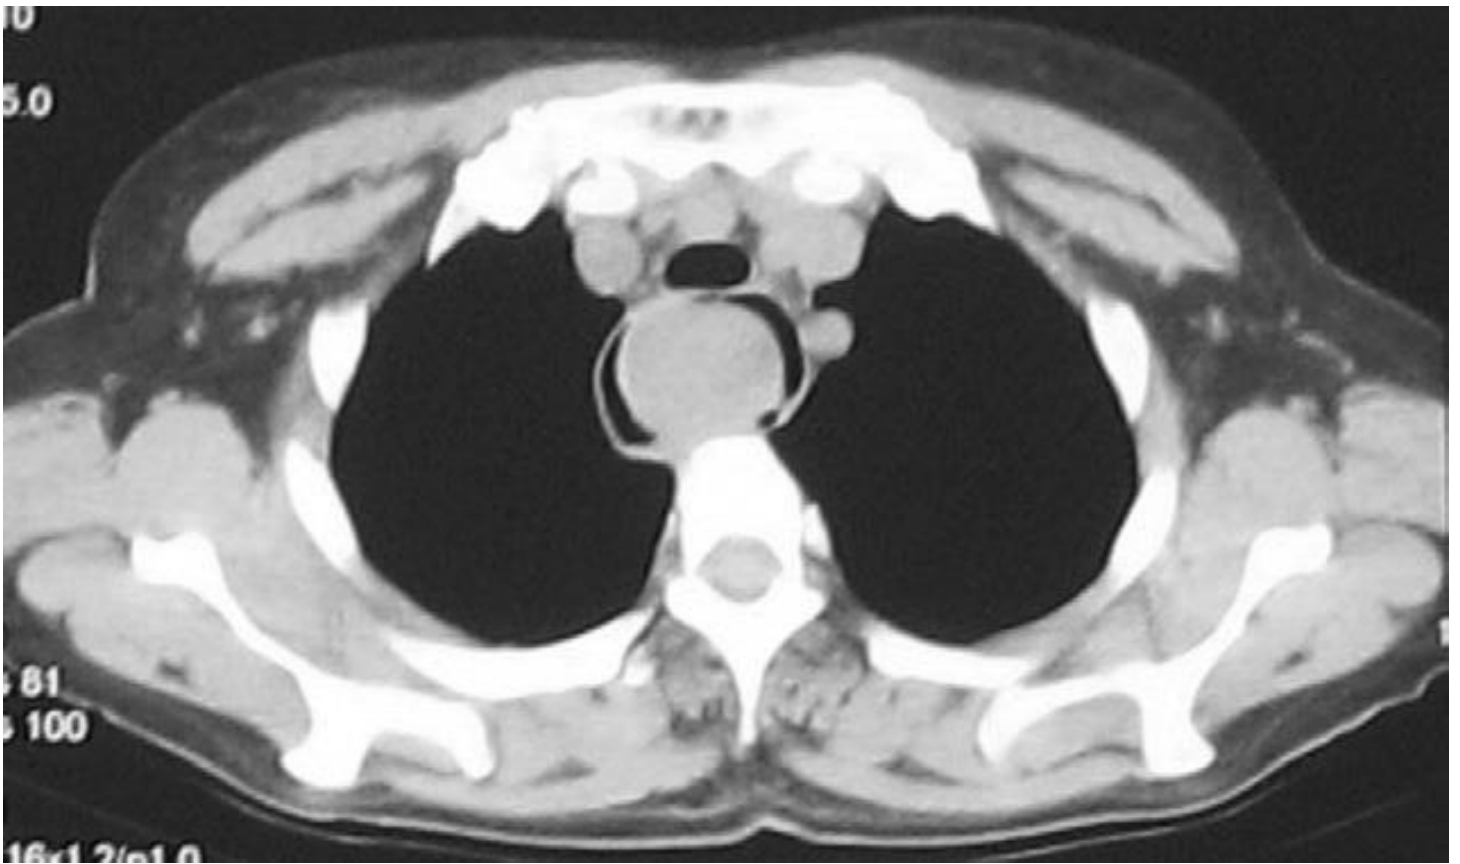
TDM thoracique, coupe axiale. Expansion de la lumière œsophagienne qui est siège d'une masse hétérogène dont la densité rappelle le tissu mou ^[32].
